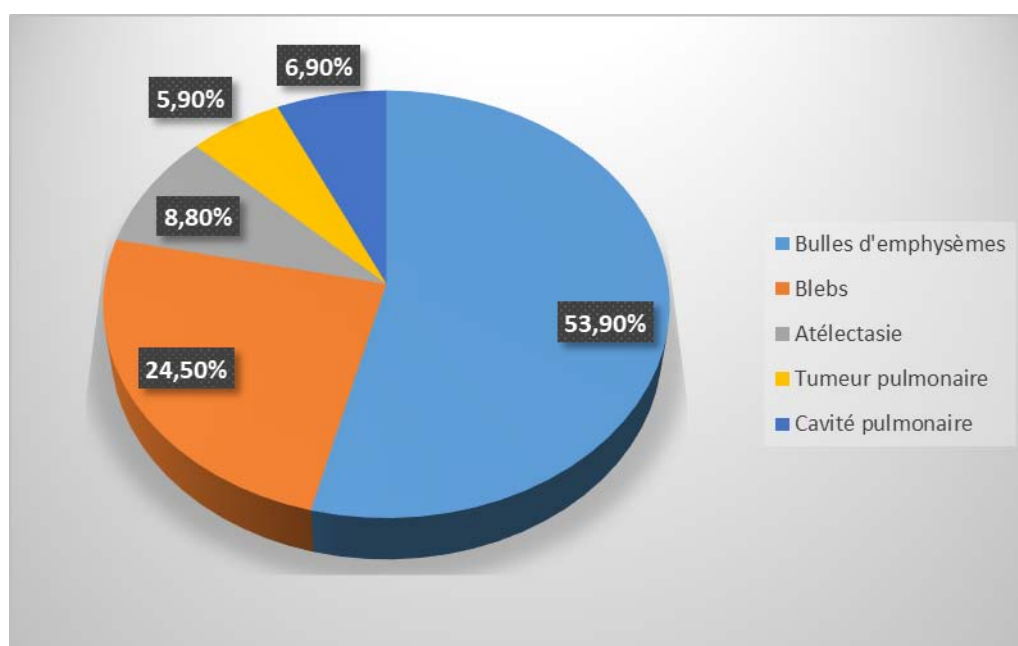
Les lésions radiologiques retrouvées sur la TDM thoracique
